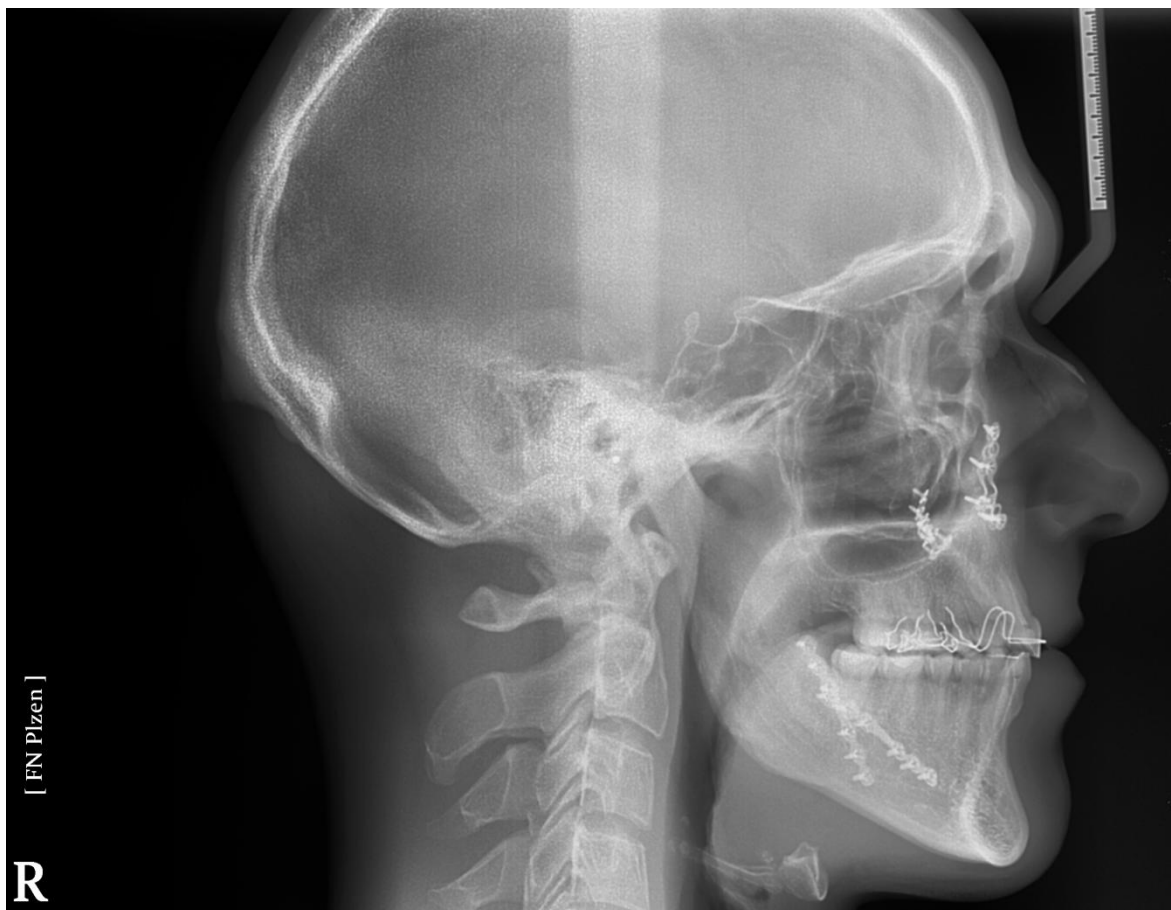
Profilový RTG snímek (rok 2013)
